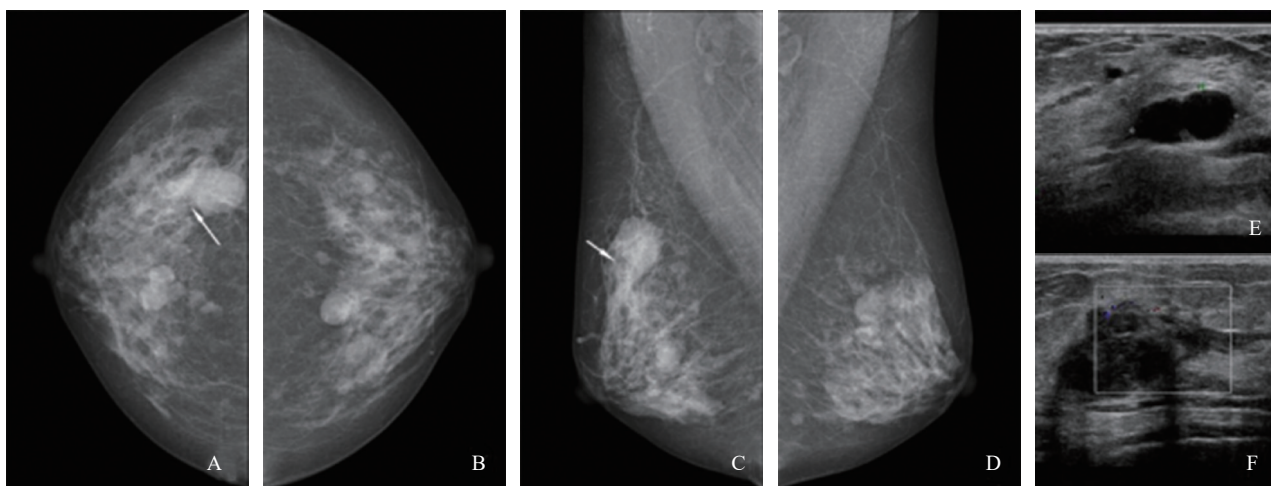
典型病例2(女性,42岁,双侧乳腺多发肿块,右侧乳腺外上象限三阴性乳腺癌)乳腺X线摄影图像及超声声像图
